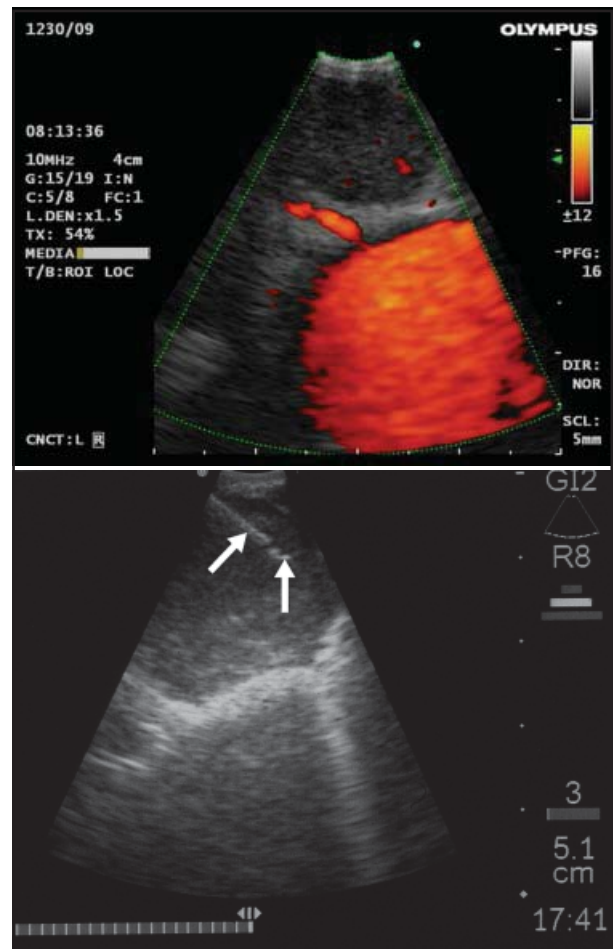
Imagem por EBUS de um linfonodo aumentado na posição 4 esquerda. Em laranja o vaso é visto com o modo Doppler. Abaixo, punção de linfonodo na posição 4 direita, com setas apontando para a agulha.
